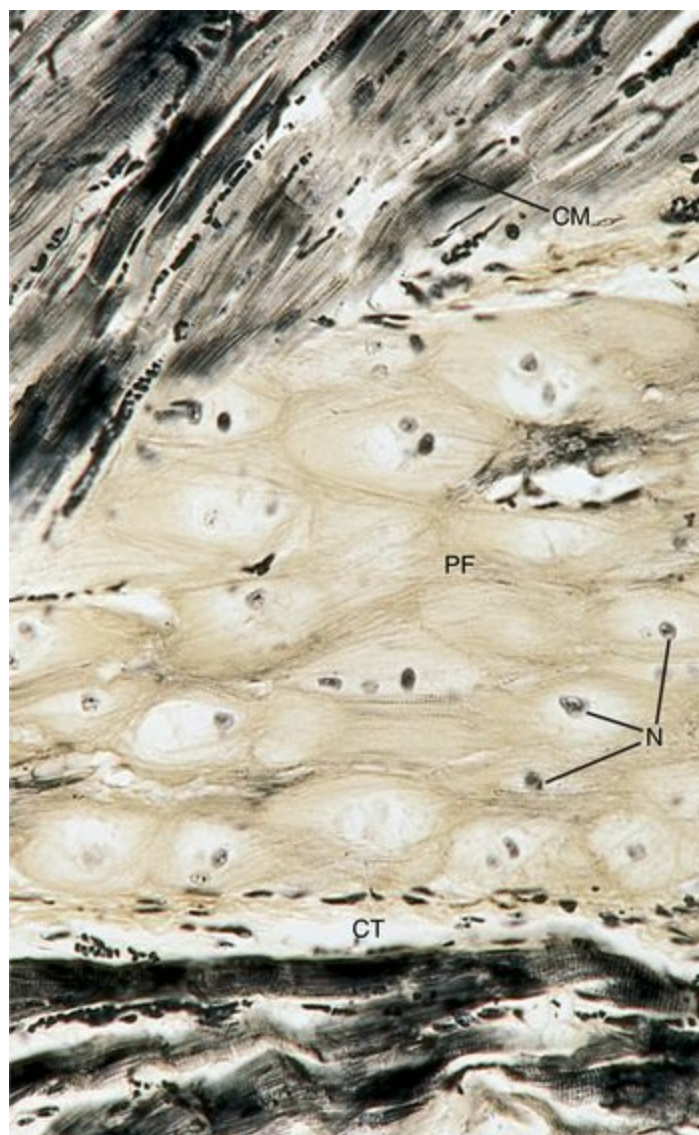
Fotomicrografia de fibras de Purkinje. O músculo cardíaco (CM) aparece muito escuro, enquanto as fibras de Purkinje (PF) com seu núcleo solitário (N) aparecem fracamente coradas. Delicados elementos de tecido conjuntivo (CT) circundam as fibras de Purkinje (270×).
